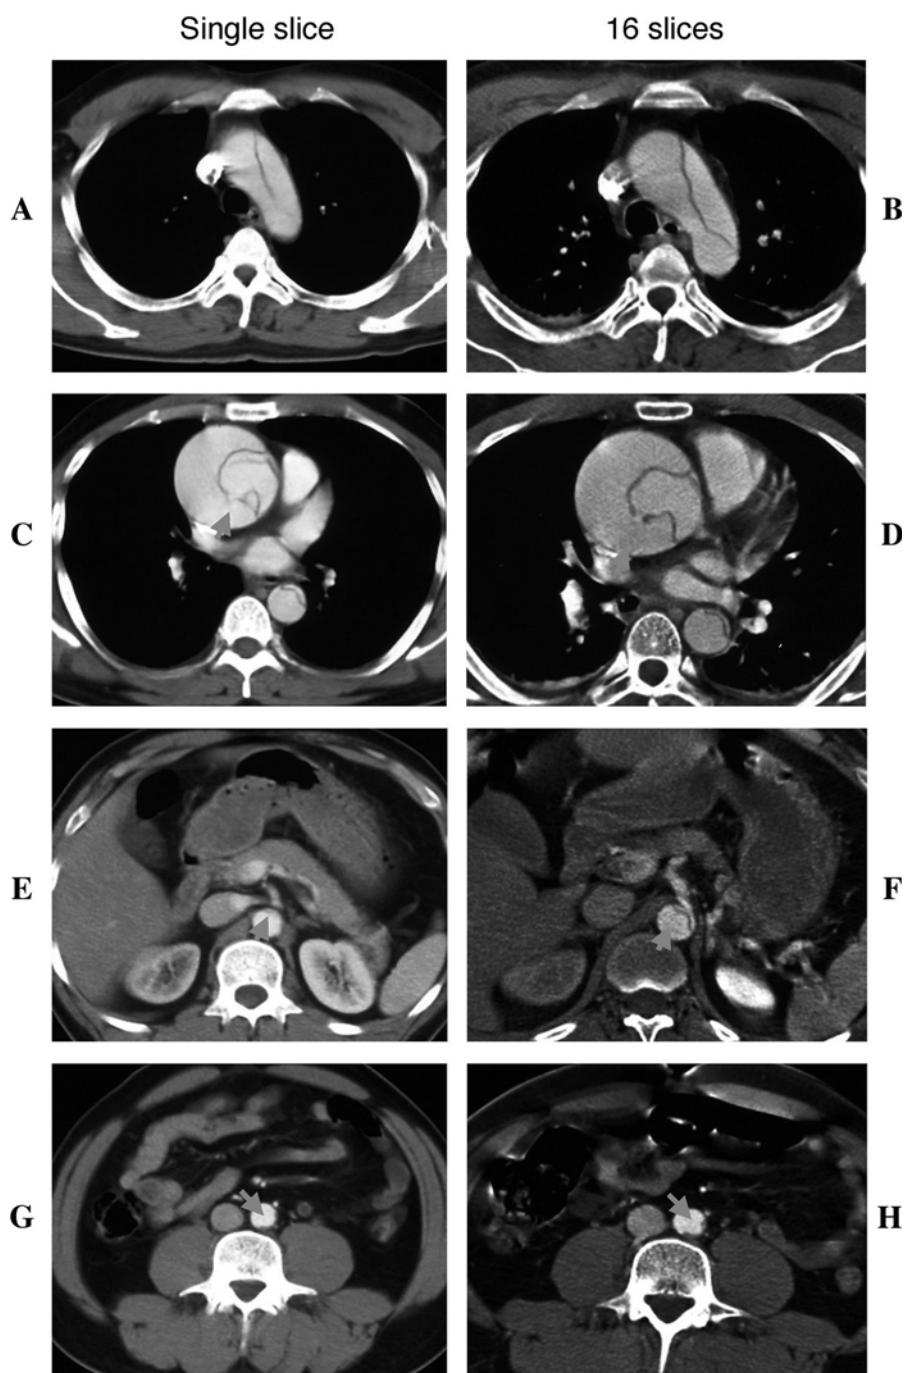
The difference between single slice computed tomography and 16 row multidetector computed tomography.
